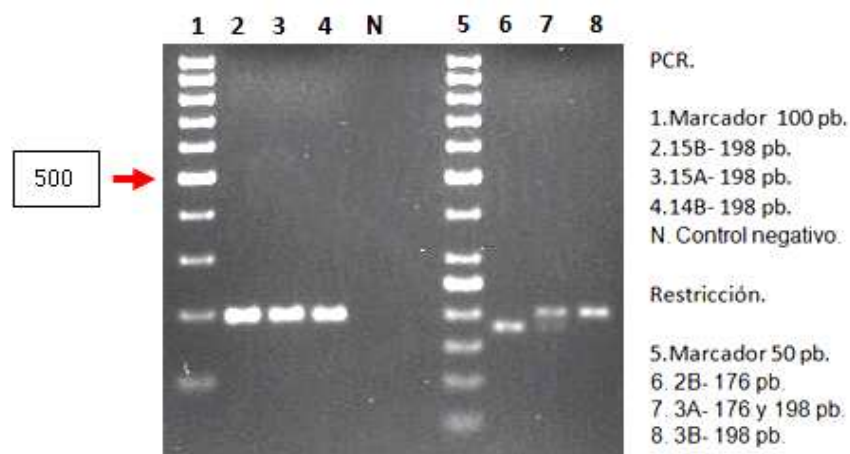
PCR y restricción de tres individuos estudiados en los que se muestran los tres genotipos posibles. Como se mencionó anteriormente, no se visualiza el fragmento de 22 pb, sin embargo, con los fragmentos observados se puede llevar a cabo la genotipificación de la variante *C677T* del gen *MTHFR*. El genotipo de los individuos es: 2B, TT; 3A: CT; 3B: CC.
